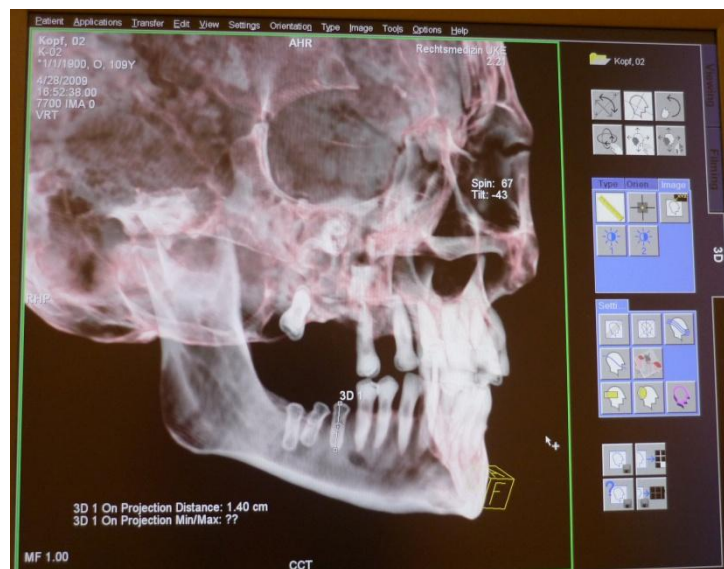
CT – Rekonstruktion im CT UHR Spi- Programm
